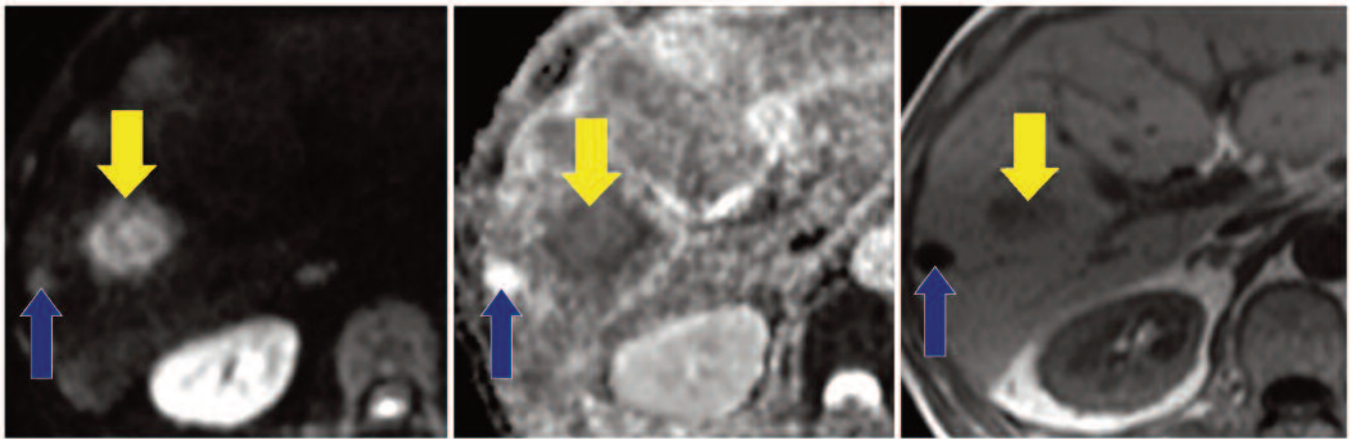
Esame RM dell'addome superiore di un paziente oncologico, portatore di due lesioni focali epatiche (indicate dalla freccia gialla e dalla freccia azzurra). Si riportano sequenze acquisite sul piano assiale pesate in diffusione (immagine a sinistra) ed in T1 (immagini a destra); al centro e' riportata la mappa ADC. Analizzando esclusivamente qualitativamente il segnale DWI (immagine a sinistra, ottenuta con b-factor pari a 600 s/mm^2) le lesioni presentano intensità simile. La valutazione della mappa ADC (immagine al centro) permette di comprendere come ci sia una patologica restrizione della diffusività tissutale solo a livello della lesione di maggiori dimensioni (ipointensa nella mappa ADC); la brillantezza dell'altra lesione (indicata dalla freccia azzurra) nella sequenza pesata in diffusione e' legata alla pesatura T2 di base della sequenza a cui sono stati applicati i gradienti di diffusione (effetto T2 shine-through), e non al fenomeno della diffusione (la lesione mantiene infatti segnale elevato nella mappa ADC). La sequenza T1 pesata conferma la natura solida, secondaria, della lesione indicata dalla freccia gialla e la natura cistica, benigna della lesione indicata dalla freccia azzurra.
